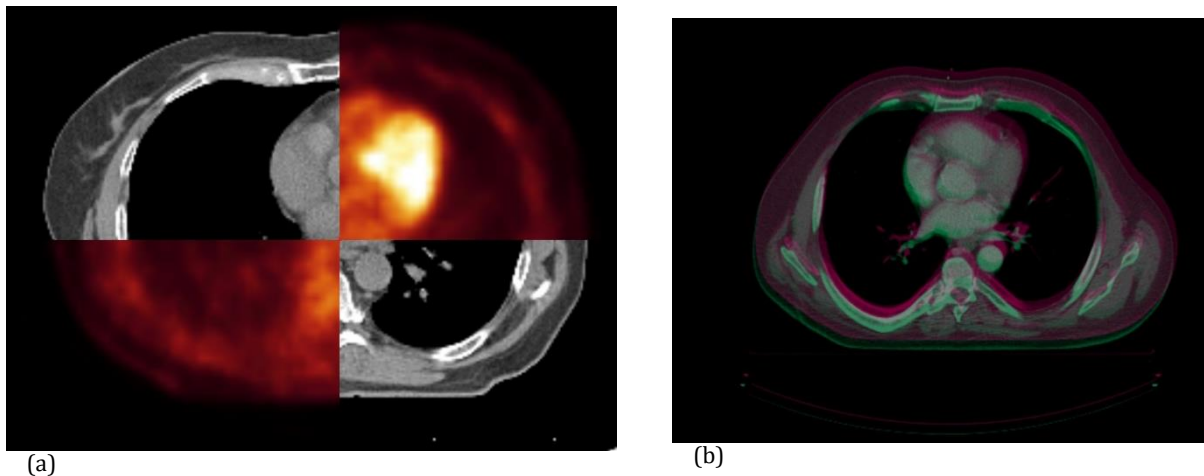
Exemple de visualisation de fusion d'images sur le logiciel Isogray (Dosisoft®) par cadrans en (a) et par superposition en (b). La visualisation pas cadrans permet d'apprécier la complémentarité des deux modalités CT et TEP. La méthode de superposition attribue une couleur à chaque imagerie (rose et vert) ; lorsque les images sont parfaitement superposées, la couleur est grise
